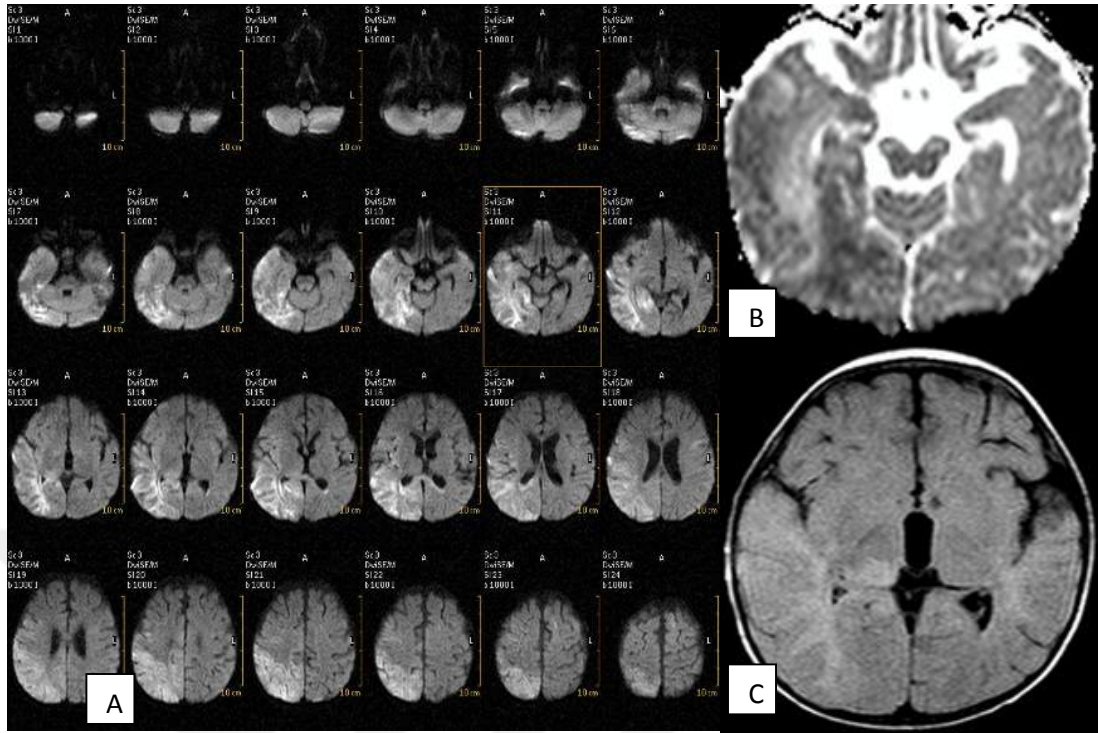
57 yaşında erkek hasta, semptom başlangıcından 7 gün sonra MR çekilmiş. A'daki görüntü DAG'a, B'deki görüntü ADC haritasına, C'deki görüntü FLAIR A aksiyel seriye aittir. Sağ temporal lobda diffüzyon kısıtlanması gösteren alan, FLAIR A seride kortikal sinyal artışı ve ekspansiyon olarak izleniyor.
